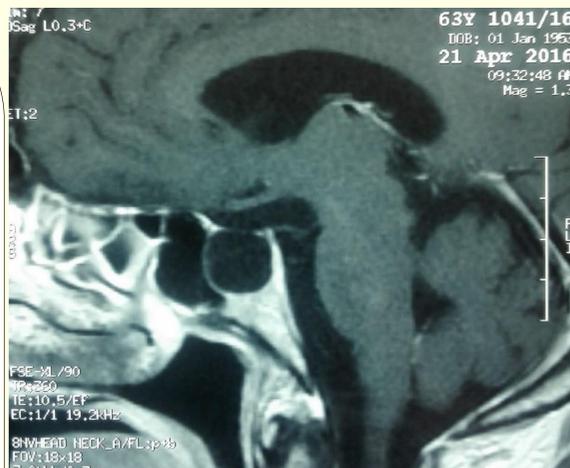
IRM T1 : selle turcique vide (coupe sagittale)
